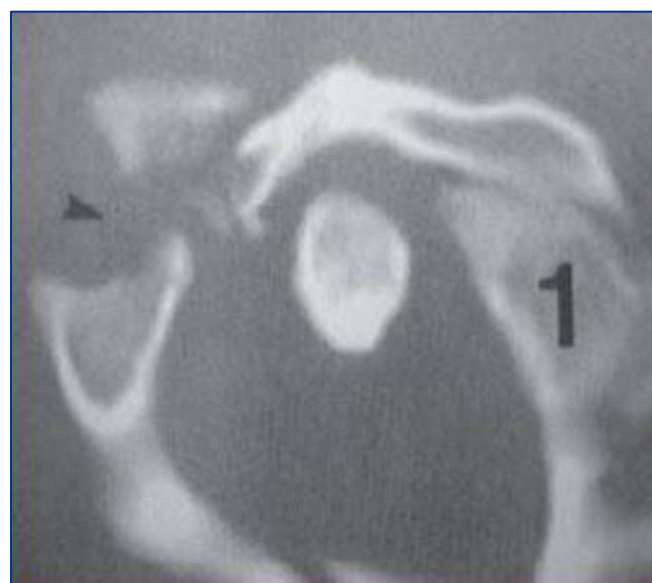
TC que muestra fractura de masas laterales.
